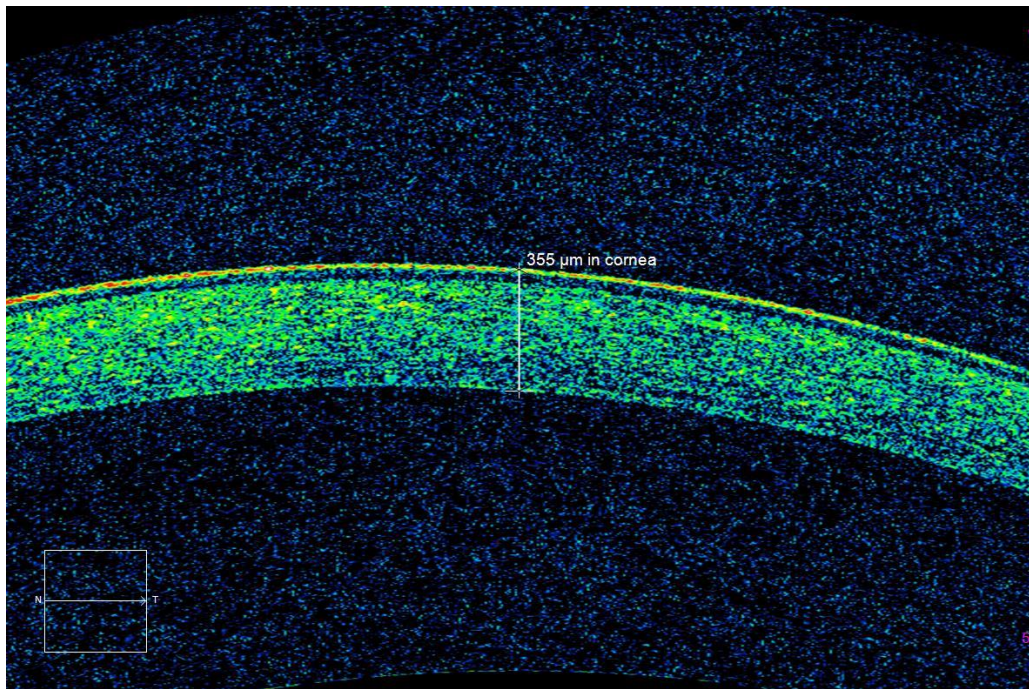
ОКТ-томограмма нормальной толщиной роговицы экспериментального животного интактной группы
